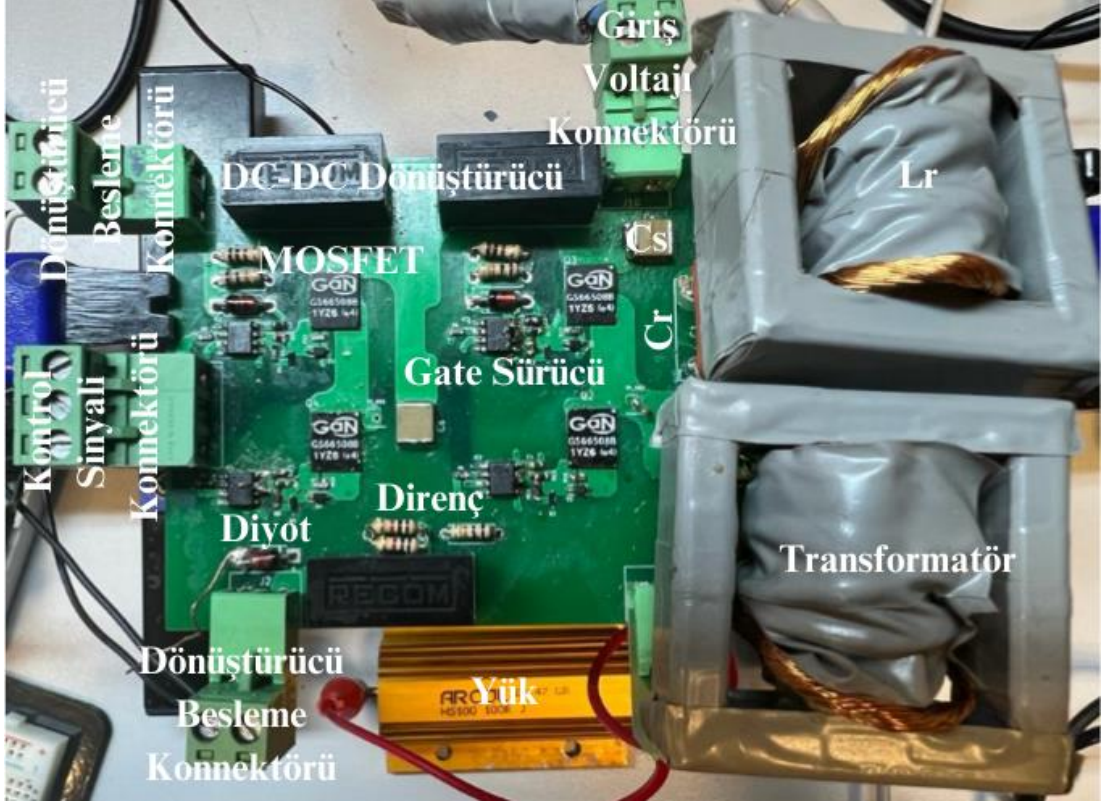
DE sınıfı rezonans inverter prototipi için üretilen PCB.
